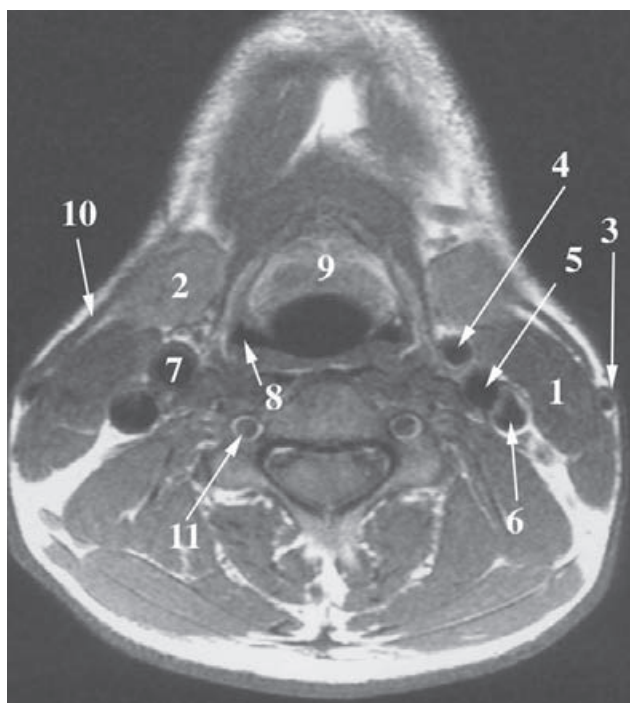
RM axial del cuello a nivel de C3. 1) M. esternocleidomastoideo; 2) glándula submandibular; 3) vena yugular externa; 4) arteria carótida externa; 5) arteria carótida interna; 6) vena yugular interna; 7) arteria carótida común; 8) seno piriforme; 9) epiglotis; 10) m. cutáneo del cuello; 11) vasos vertebrales.
